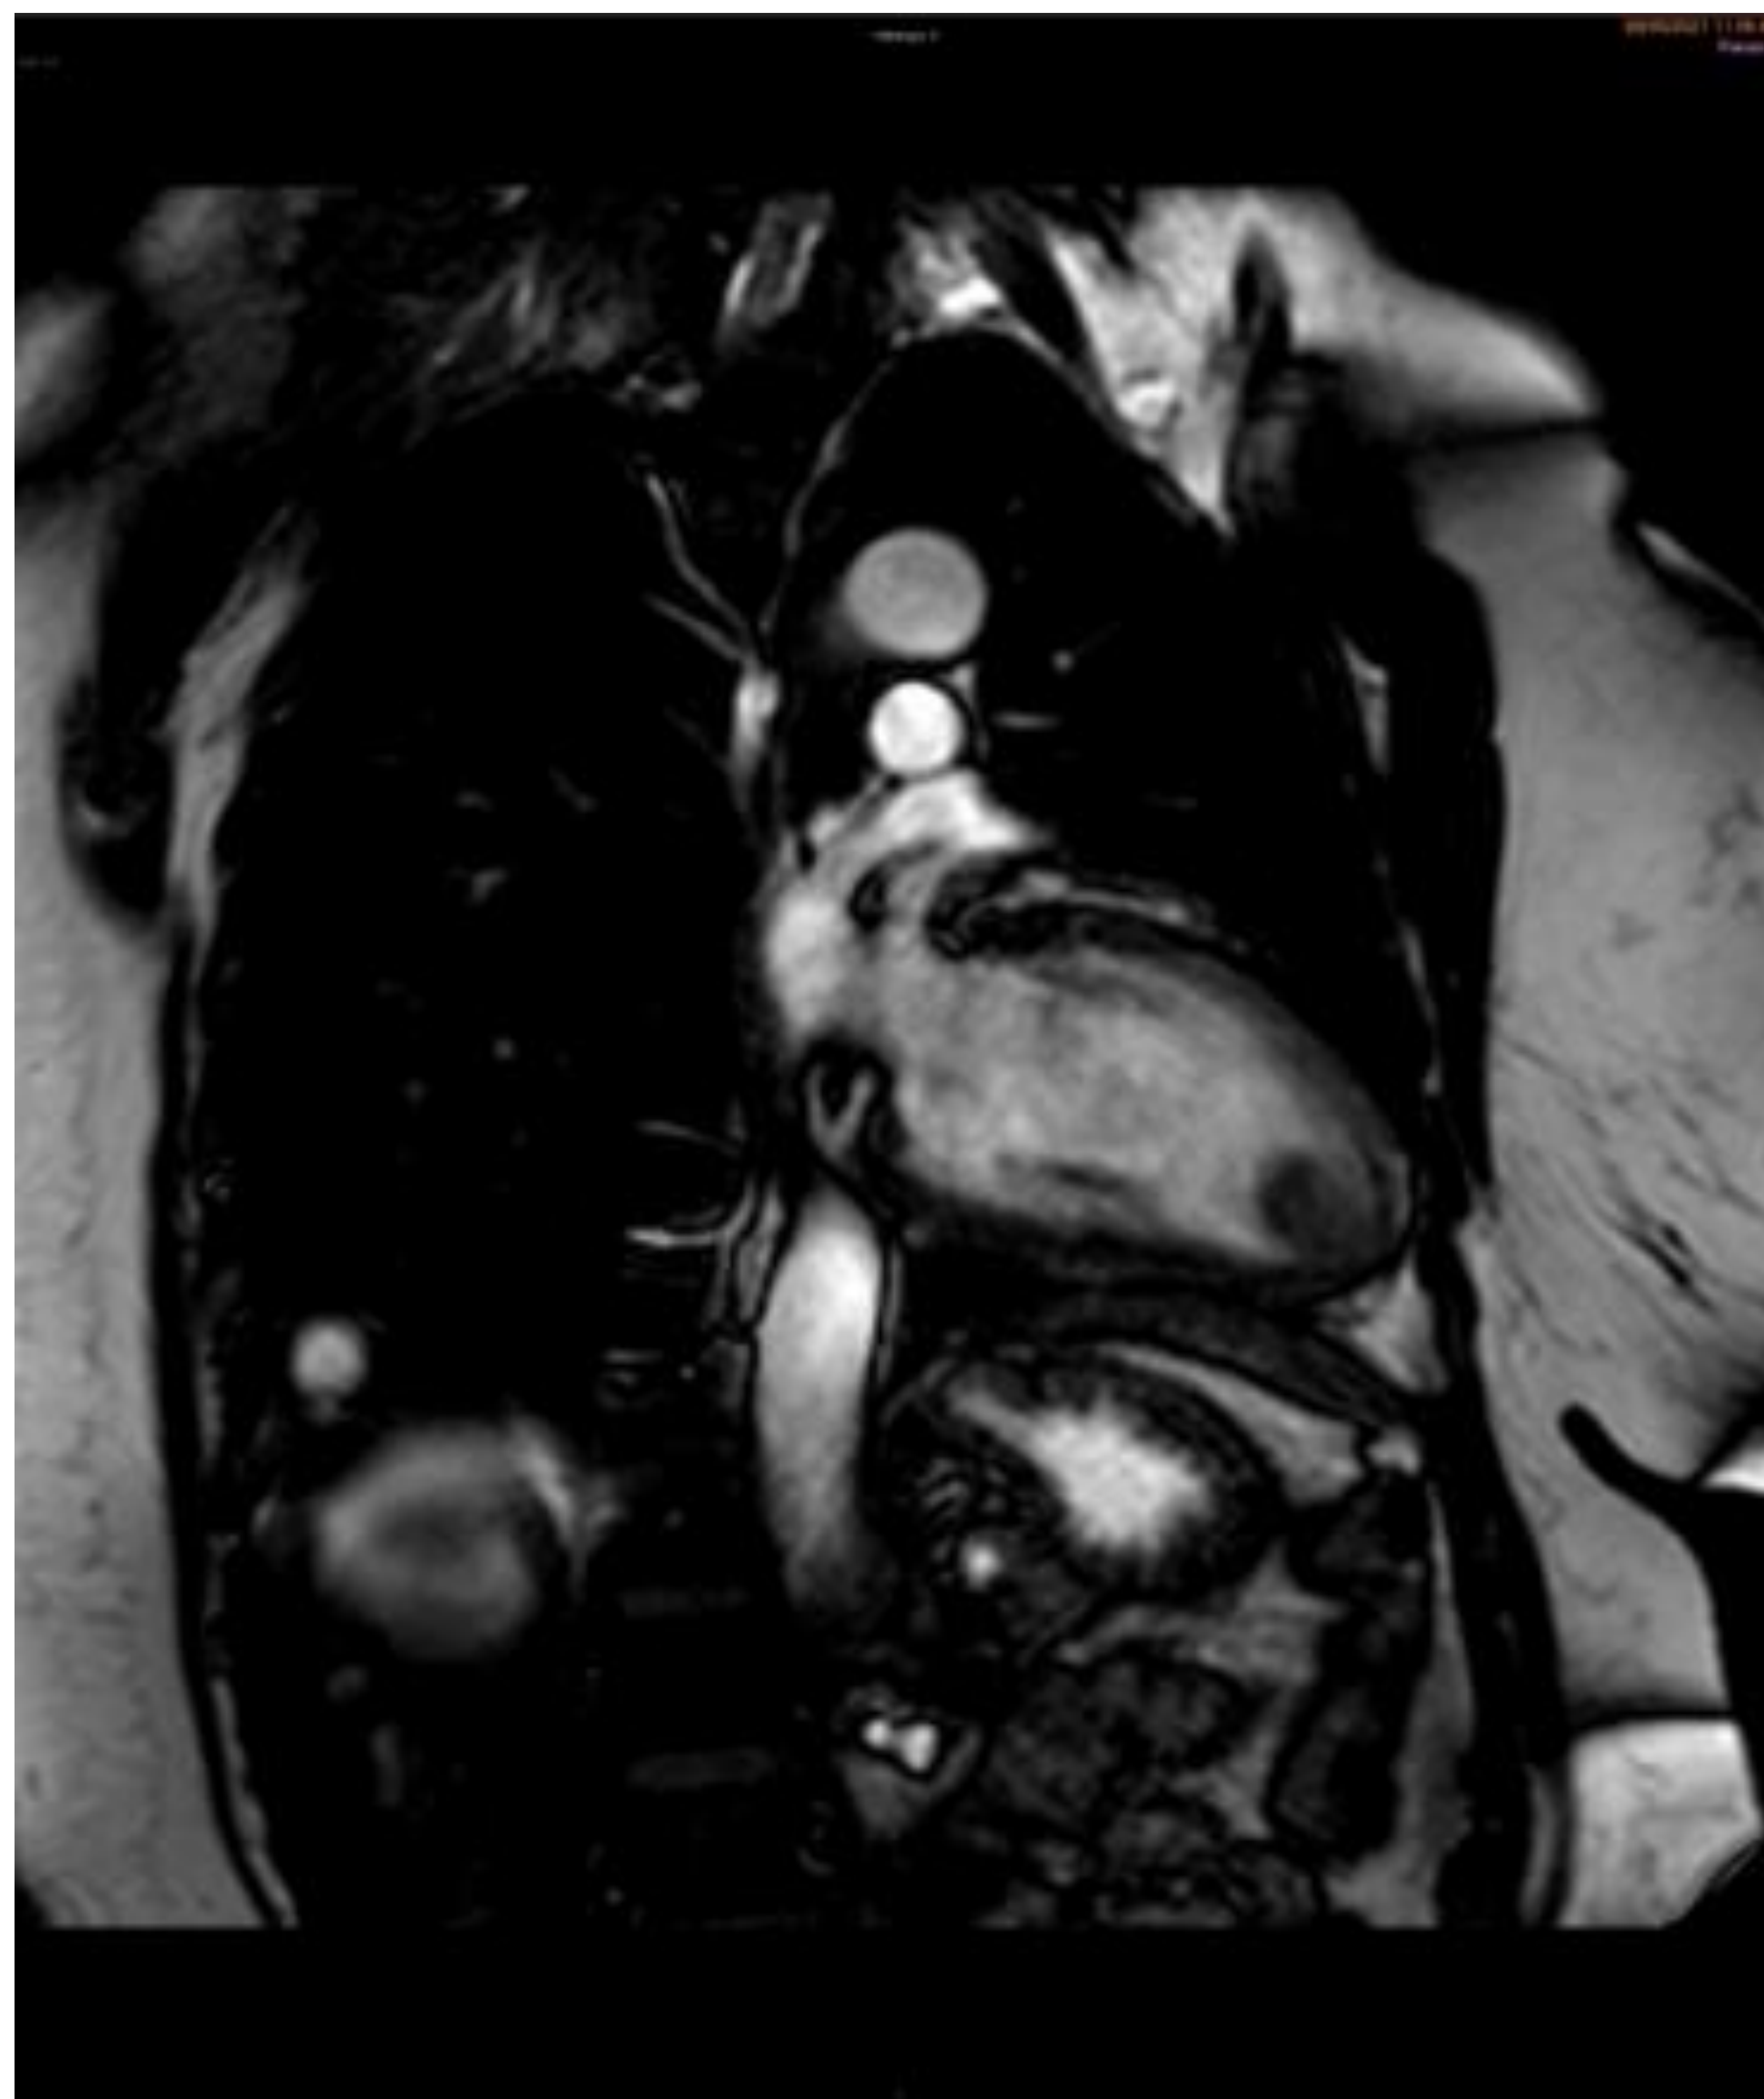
RM en plano eje largo, donde se aprecia con mayor claridad la lesión anteriormente descrita en la imagen de TC (imagen 6). Se muestra isointensa con respecto al miocardio en secuencia T2.
